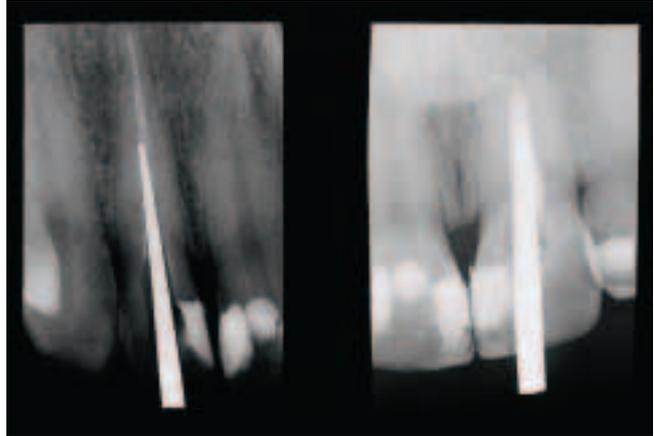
Passungskontrolle der Wurzelstifte mit Zahnröntgenaufnahmen
